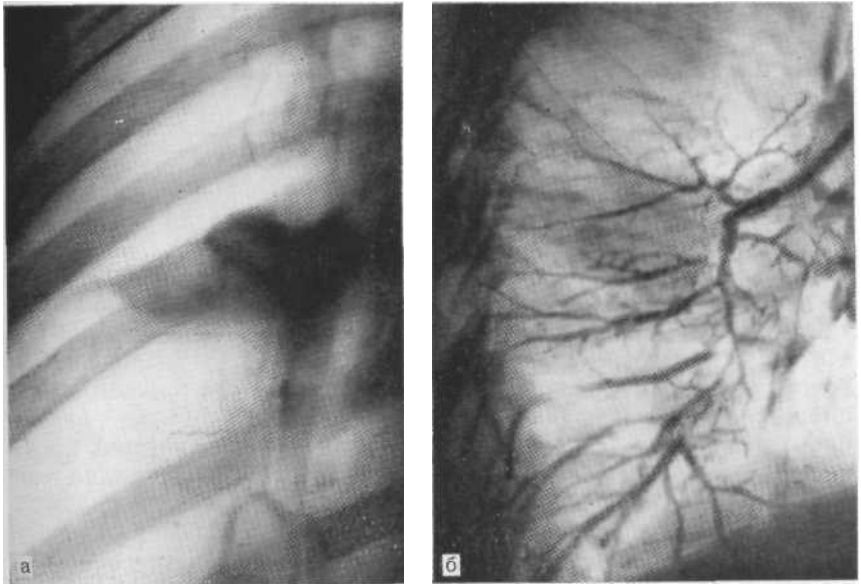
Томограмма в прямой проекции (а) и бронхограмма (направленная) в боковой проекции (б). Рак VI сегментарного бронха, подтвержденный на операции. Кончик катетера находится в этом бронхе. Видна культя одной из субсегментарных ветвей.
